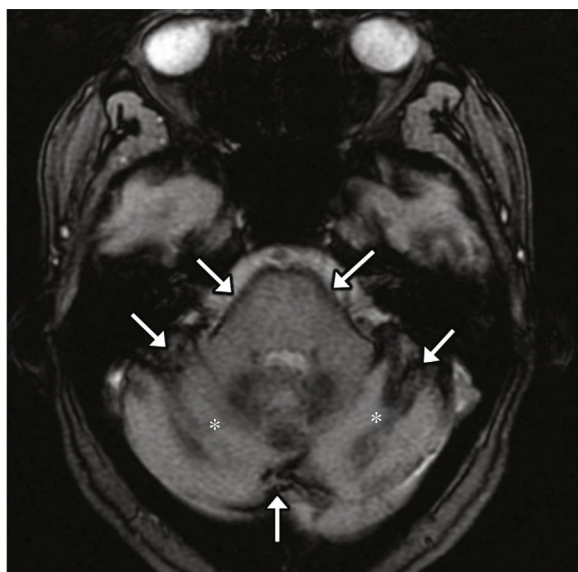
Siderosis superficial. Hombre de 47 años de edad, alcohólico, con múltiples traumatismos craneoencefálicos. Imagen transversal de RM en secuencia eco de gradiente potenciada en T2 en la que se observa un ribete hipointenso en la superficie del encéfalo (flechas), correspondiente a siderosis. Se identifica también atrofia cerebelosa (asteriscos), probablemente relacionada con el alcoholismo.
